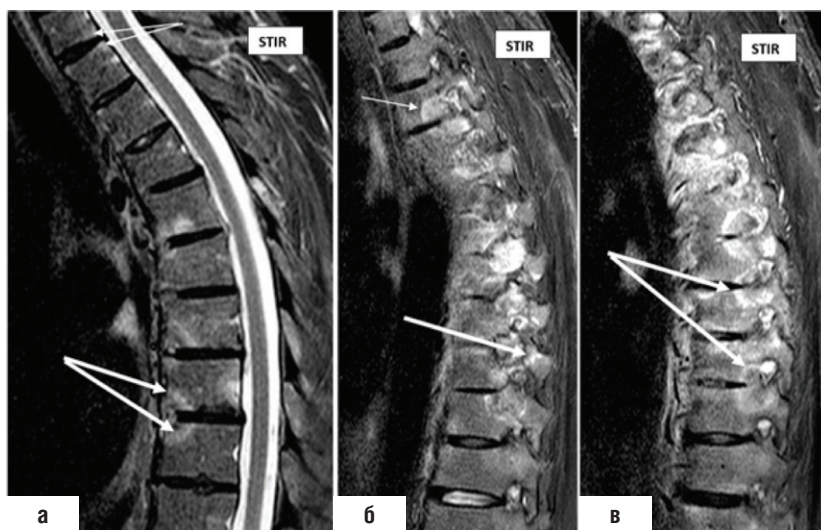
МРТ позвоночника в режиме STIR T2: показаны активные воспалительные изменения в телах поясничных позвонков (снимки из фильмотеки А.В. Смирнова). а – центральный сагиттальный срез, передний и задний спондилит с мономорфными (тонкая стрелка) и диморфными (толстые стрелки) изменениями. б – латеральные воспалительные изменения, изменения фасеточных суставов (толстая стрелка). в – боковые воспалительные изменения с переходом на ножки и поперечные отростки тел позвонков (толстая стрелка)
